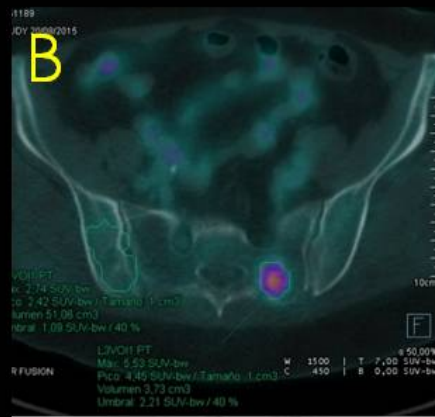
Estadíaje de Ca de pulmón con metástasis ósea no visible en TC.
